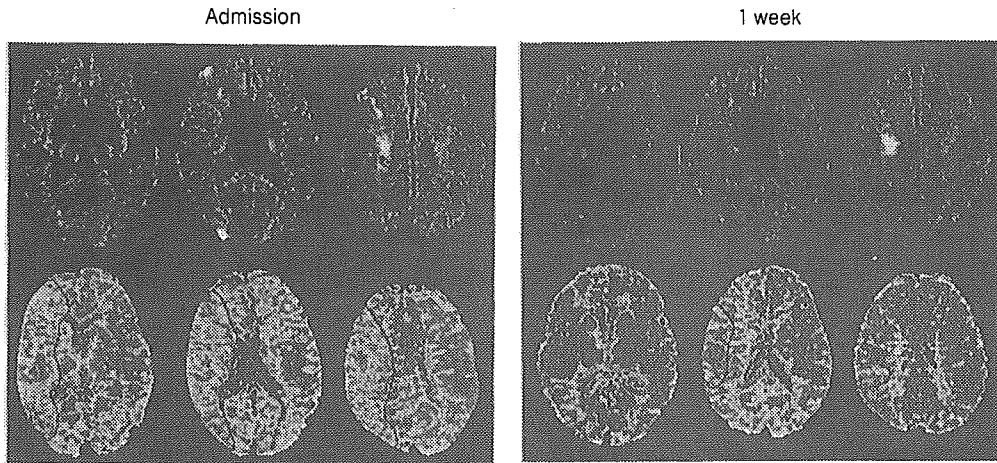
症例5の拡散強調画像(DWI：上段)および灌流強調画像(PWI：下段)
